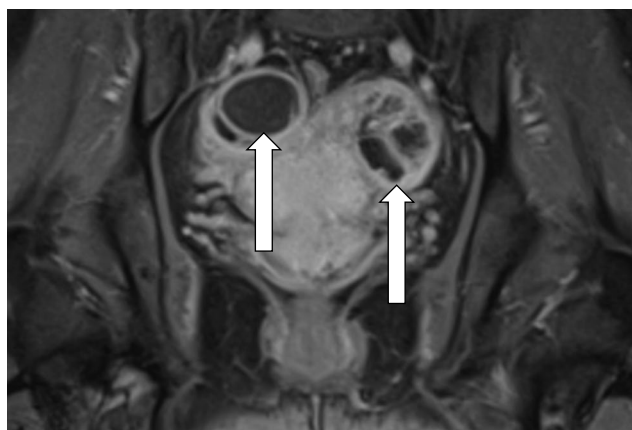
Магнитно-резонансная томография малого таза при поступлении. Левый яичник содержит многокамерное образование с пристеночными компонентами и мелкодисперсным содержимым, правый яичник содержит однокамерное образование с мелкодисперсным содержимым (стрелки)
